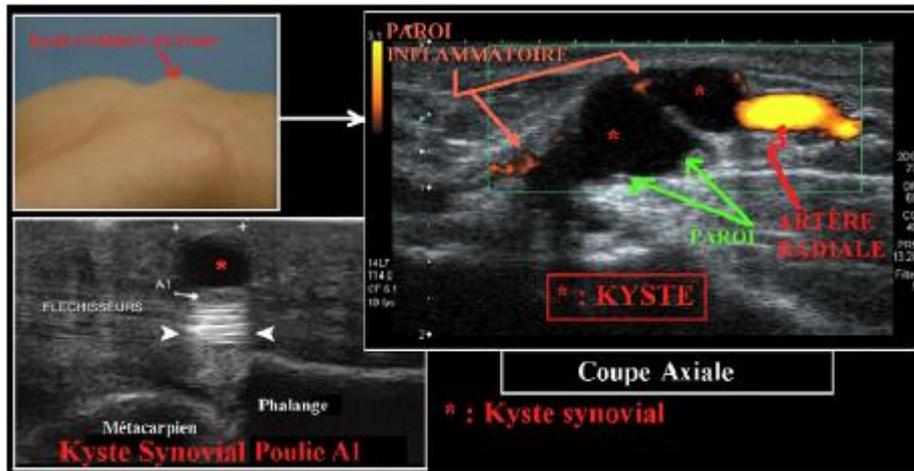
Les kystes synoviaux palmaires à l'échographie [23].
